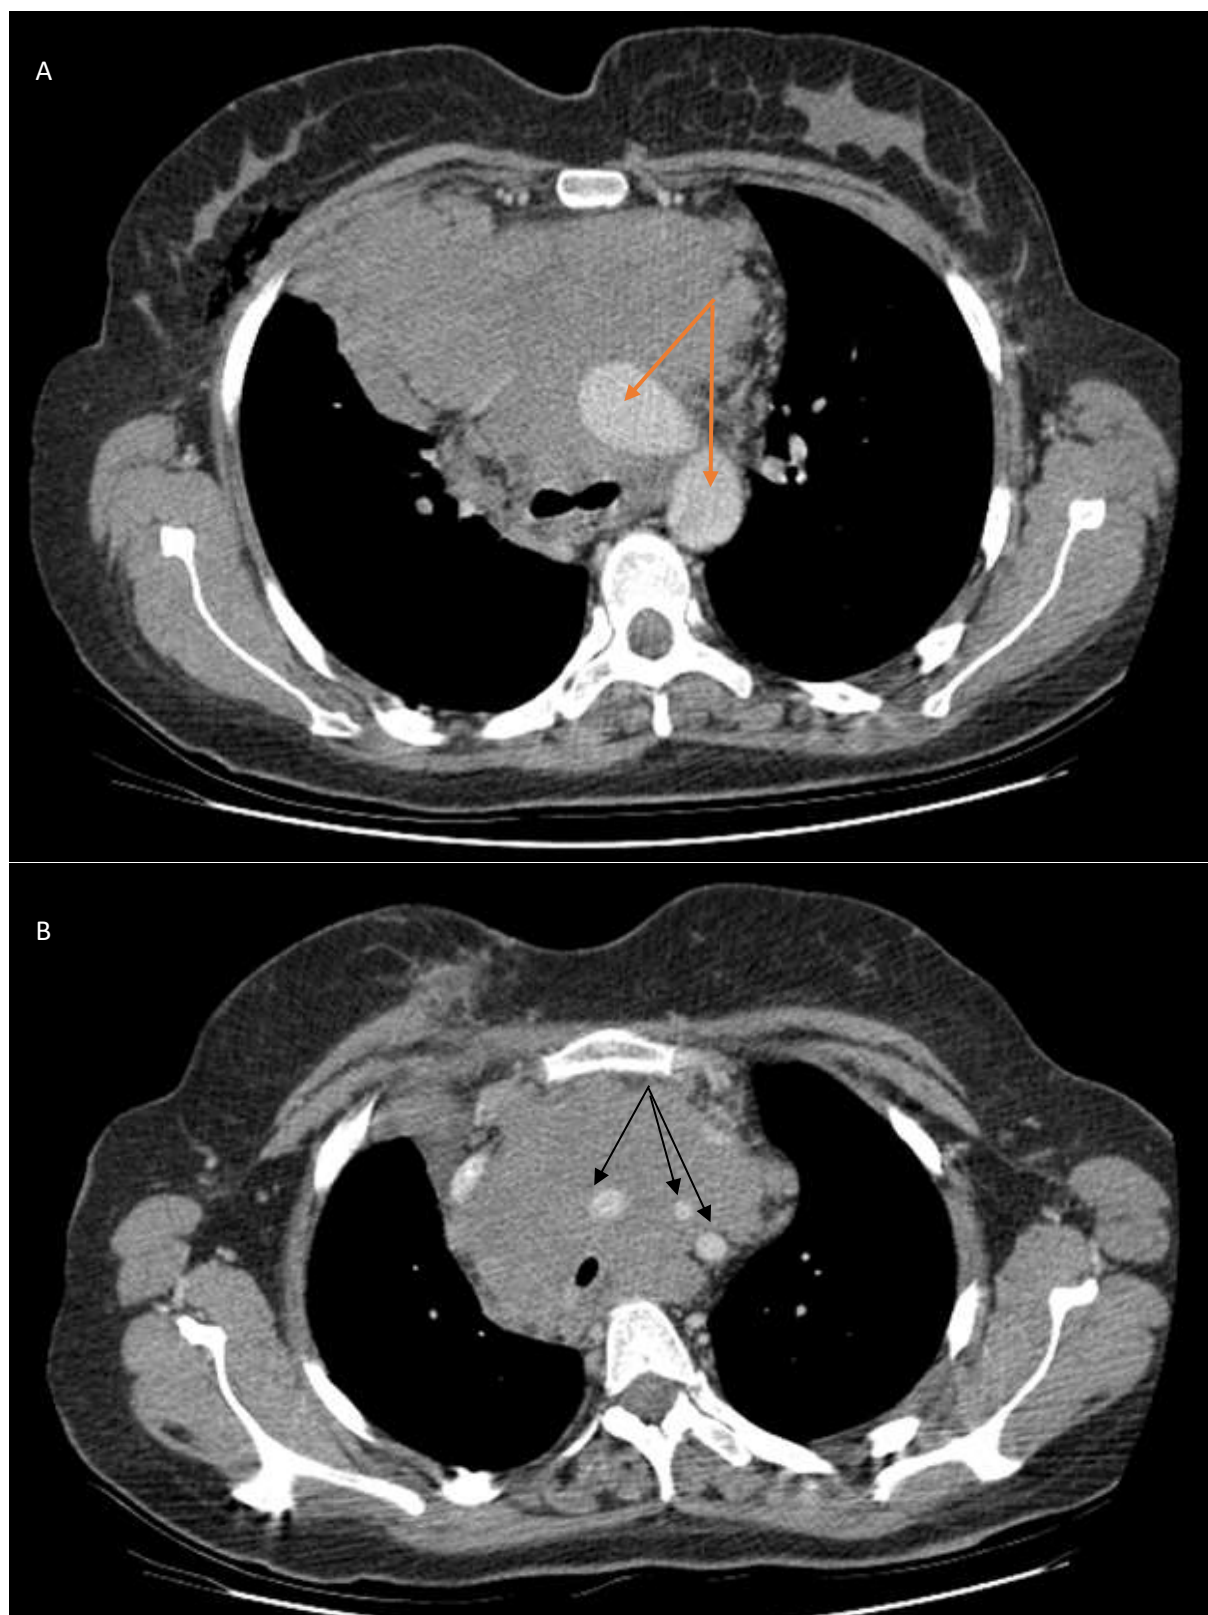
TDM thoracique après injection du produit de contraste iodé ,fenêtre médiastinale : volumineuse masse ganglionnaire médiastinale antérieure et supérieure entourant l'arche aortique (flèches rouges) et les troncs supra-aortiques (flèches noires), qui restent cependant perméables, ainsi que la trachée et les bronches souches qui sont diminués de calibre
